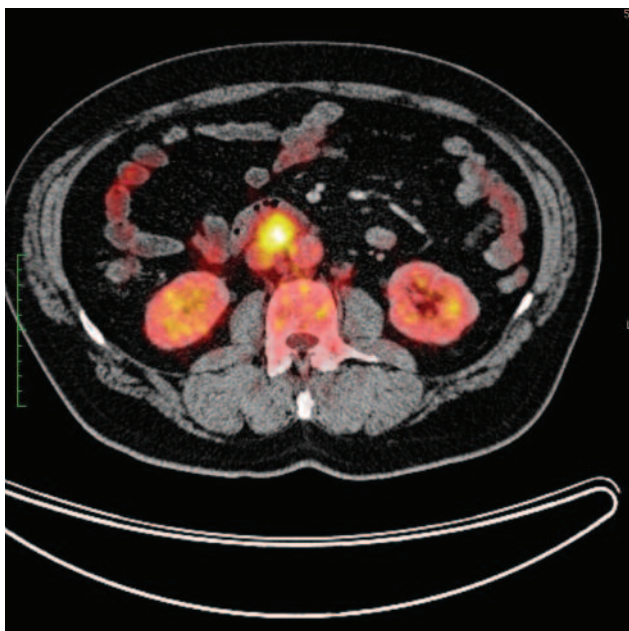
ПЕТ/КТ, аксіальний зріз. Метастази раку передміхурової залози в парааортальні лімфатичні вузли
